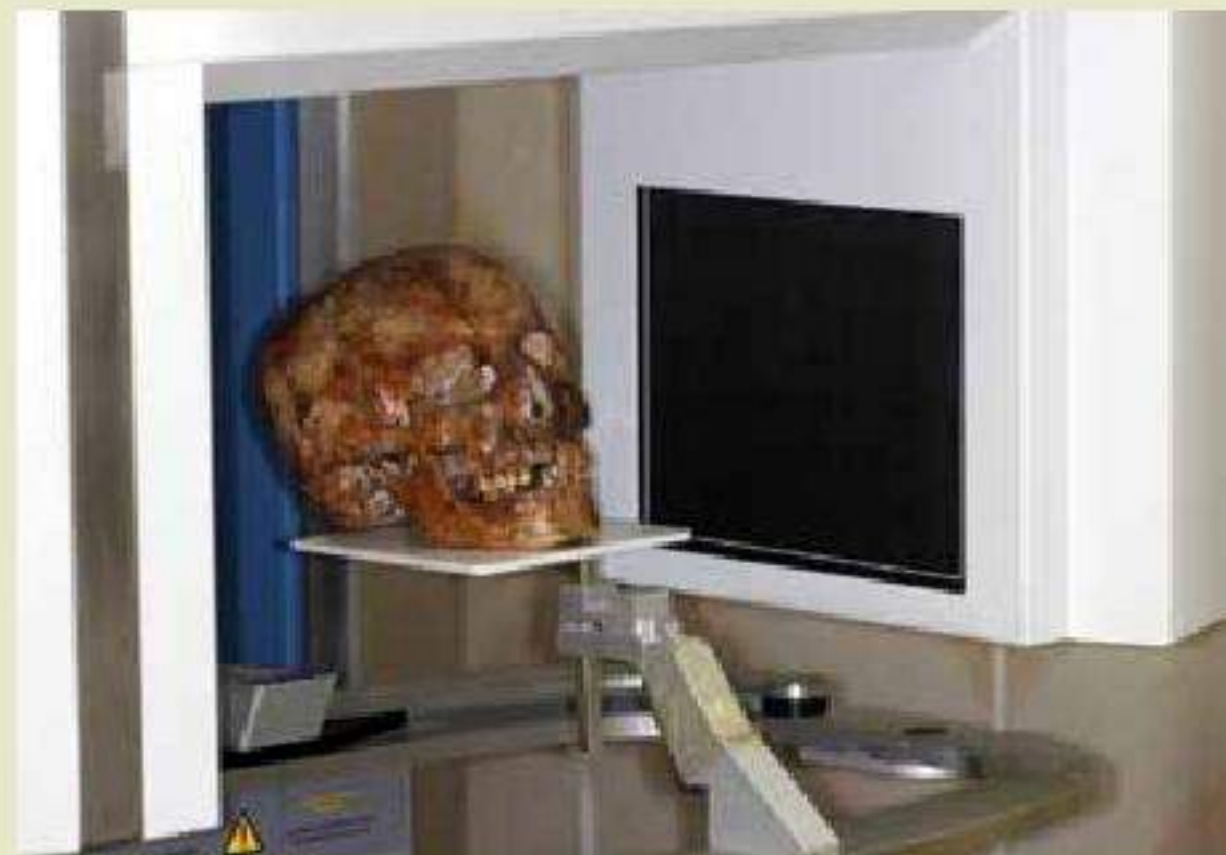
Obtenção das Tomografias Computadorizadas de Feixe Cônico
